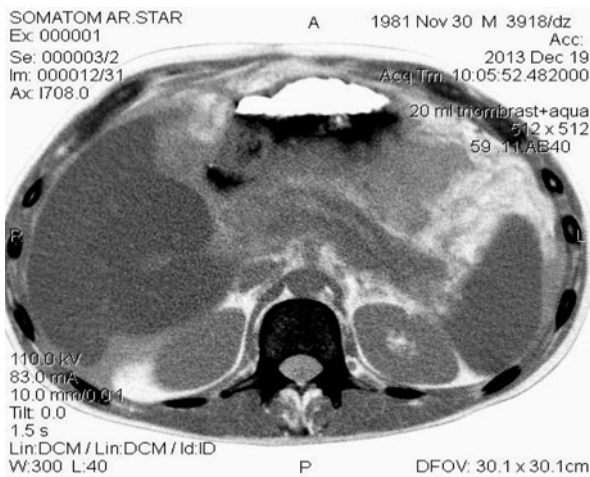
Розрив головної протоки ПЗ у ділянці голівки органа (КТ)
